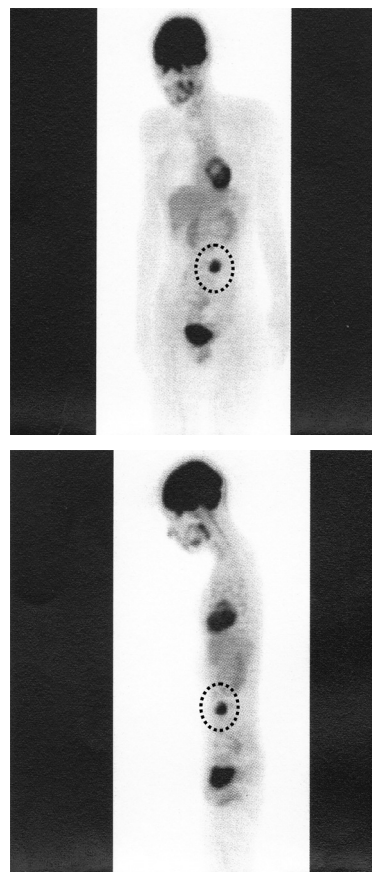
FDG-PET shows a high uptake at the left retroperitoneal space (circle) but no metastatic lesions.
